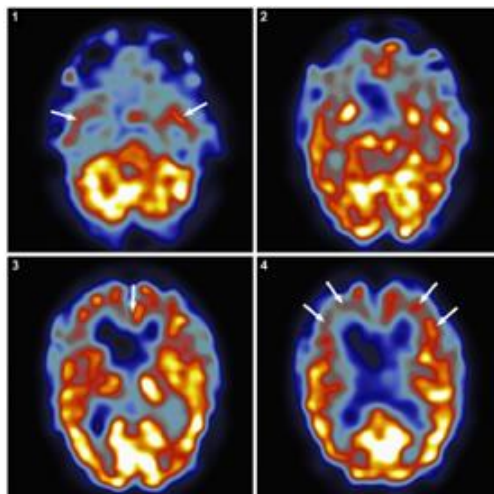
Imagens SPECT adquiridas com o radiofármaco HMPAO-^{99m}Tc, onde se mostra uma perfusão muito diminuída nos lobos frontal e temporal anterior e nos giros cingulados (setas) com preservação dos lobos temporal posterior e occipital. Adaptado da referência (49)
